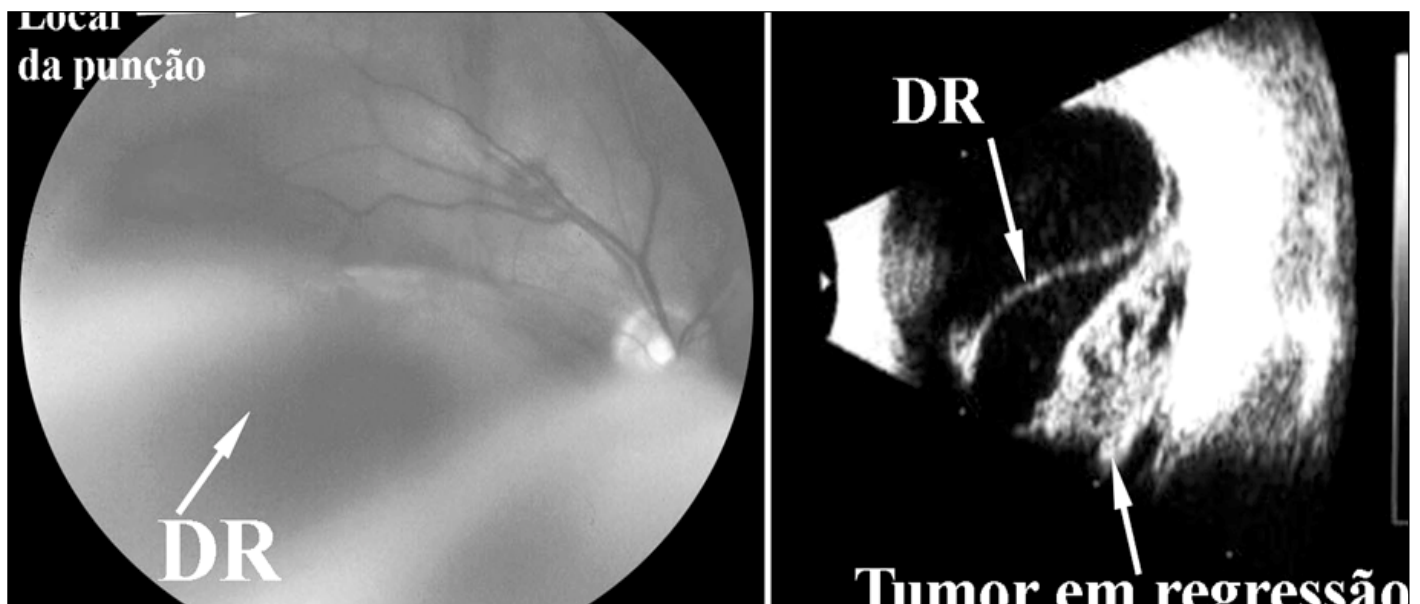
Retinografia e ultra-sonografia 2 meses após BAAF e diagnóstico de tumor metastático de coróide. Note a completa regressão do foco tumoral superior (no local onde foi feita a primeira punção) na imagem à esquerda. Na ultra-sonografia observa-se que o tumor residual inferior apresenta lacunas em seu interior sugerindo a presença de áreas de necrose (direita) e o descolamento de retina permanece desproporcional comparado ao tamanho da lesão
